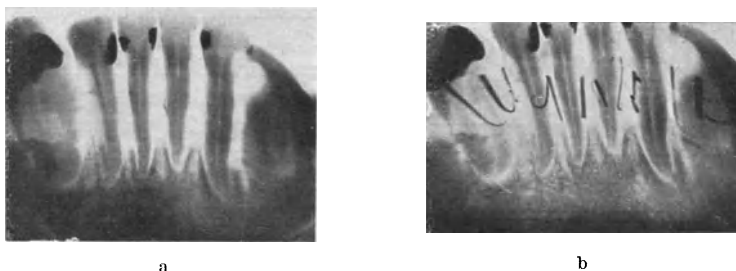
Röntgenbild bei Parodontitis mit und ohne Guttaperchasondierung. Das untere Ende des Guttaperchapoints entspricht der sondierbaren Taschentiefe. Der Boden der Knochentasche liegt erheblich tiefer.
